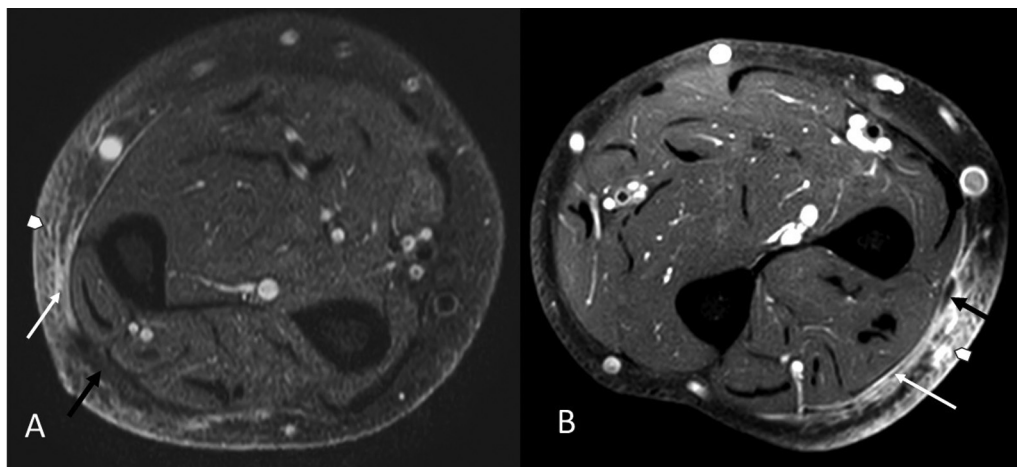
Imágenes de RM con cortes axiales correspondientes al caso N°1 (A) y N°2 (B), previas a la cirugía de resección compartimental, realizada después de la biopsia excisional en el paciente N°1 (flecha negra) y tras la resección del nódulo principal (flecha negra) en el paciente N°2. En ambos casos persiste (flechas blancas) una proyección curvilínea que se dirige en dirección dorsal y se extiende a lo largo del plano fascial representando tumor y mostrando una intensidad de señal similar a la que fue la masa principal, y que podemos apreciar en las figuras 2 (caso1) y 3 (caso 2). También se aprecian proyecciones lineales y alteración de señal que se extiende al tejido celular subcutáneo superficial y dermis (cabezas de flechas blancas).
